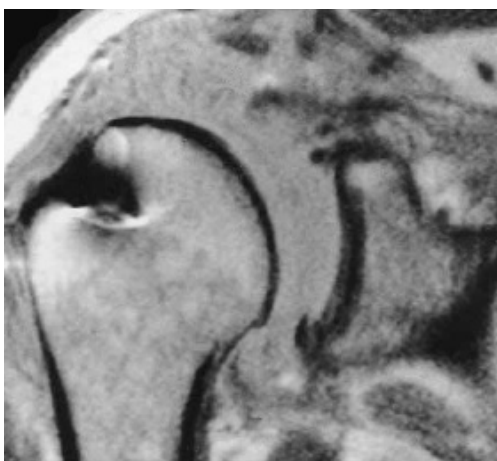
MRT; schräg coronare Ebene protonengewichtet (a) und T2-gewichtet(b) SSP-Reruptur nach fehlgeschlagener Fadenankerrekonstruktion, synovialer Hypertrophie [i]
